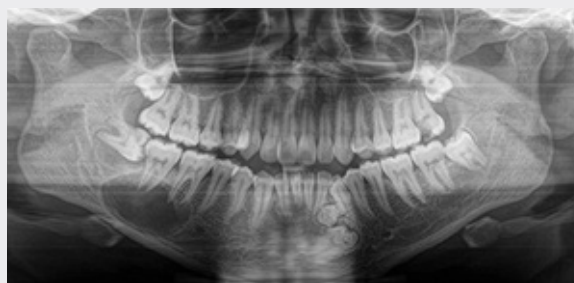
RADIOGRAFÍA PANORÁMICA DONDE SE PUEDEN OBSERVAR LOS TRES TIPOS DE HALLAZGOS. HALLAZGOS GENERALES: PIEZA DENTARIA RETENIDAS 1.8-2.8-3.8-4.8, PIEZA 4.8 RETENIDA HORIZONTAL CON RADIOLUCIDEZ PERIDENTARIAS EN LA PARED ÓSEA MESIAL DE LA PIEZA, PÉRDIDA DE SUSTANCIA CORONARIA 2.7 COMPATIBLE CON CARIES PENETRANTE Y PIEZA 4.6 RADIOLUCIDEZ CORONARIA COMPATIBLE CON CARIES. HALLAZGOS RADIOLÓGICOS ESPECÍFICOS: RADIOLUCIDEZ DE FORMA REDONDEADA EN EL CUERPO MANDIBULAR DERECHO QUE SE EXTIENDE DESDE LA BASAL AL TERCIO MEDIO DE LAS RAÍCES DE LA PIEZAS 4.6-4.7, DESDE LA ALTURA DEL 4.8 HASTA EL 4.5, CON BORDES DEFINIDOS CORTICADOS. HALLAZGO INCIDENTAL: SE OBSERVAN MÚLTIPLES IMÁGENES RADIOPACAS RODEADAS DE HALO RADIOLÚCIDO ENTRE LA RAÍZ DE LA PIEZA 3.3 Y 3.2 COMPATIBLE CON ODONTOMA COMPUESTO.
